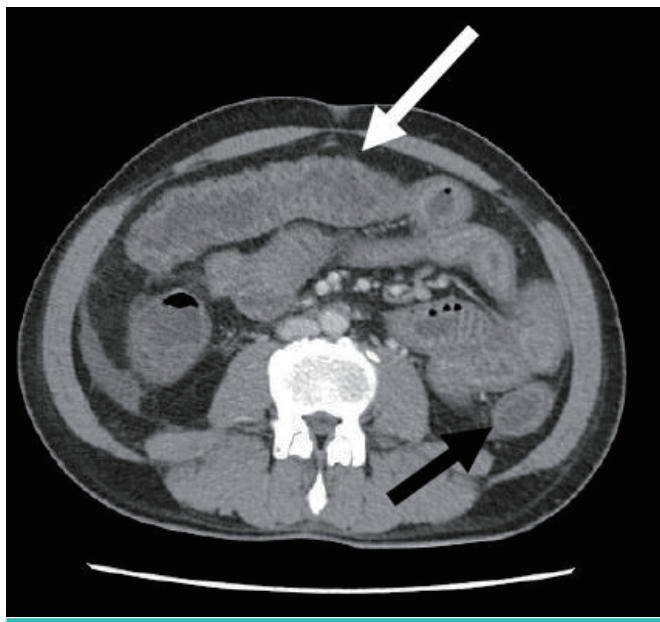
Abdominal CT scan showed diffuse edematous thickening of whole small bowel (white arrow) and colon with inflammation (black arrow).
